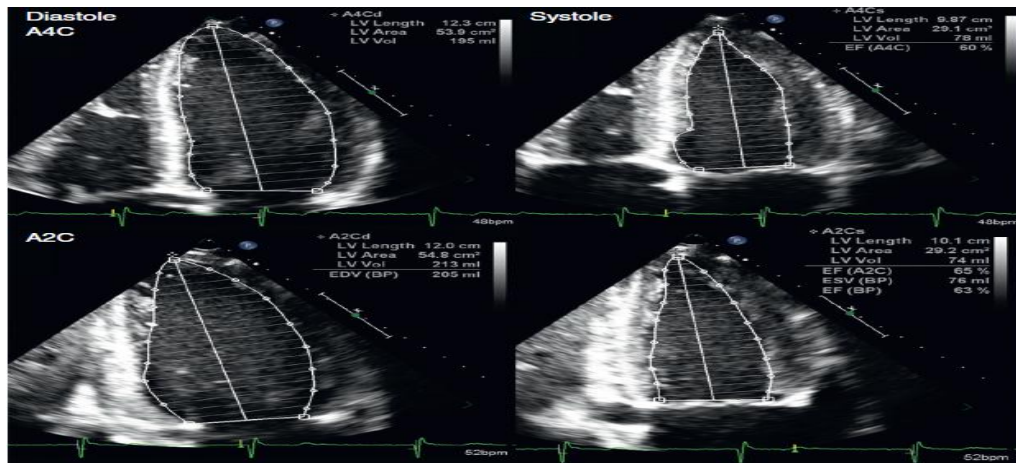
Frația de ejeție determinată prin metoda discurilor. Apical 2 și 4 camere
